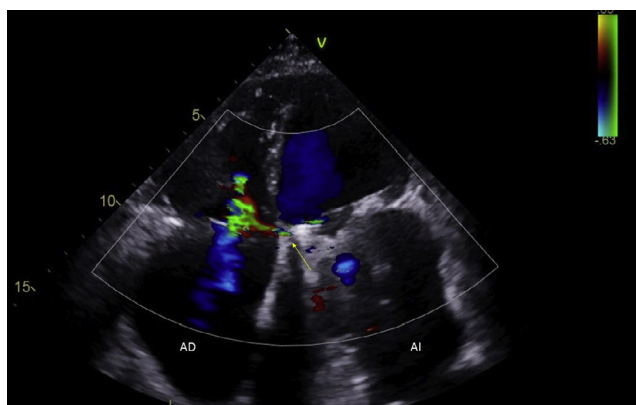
Doppler color que muestra cortocircuito entre VI y AD (flecha).
